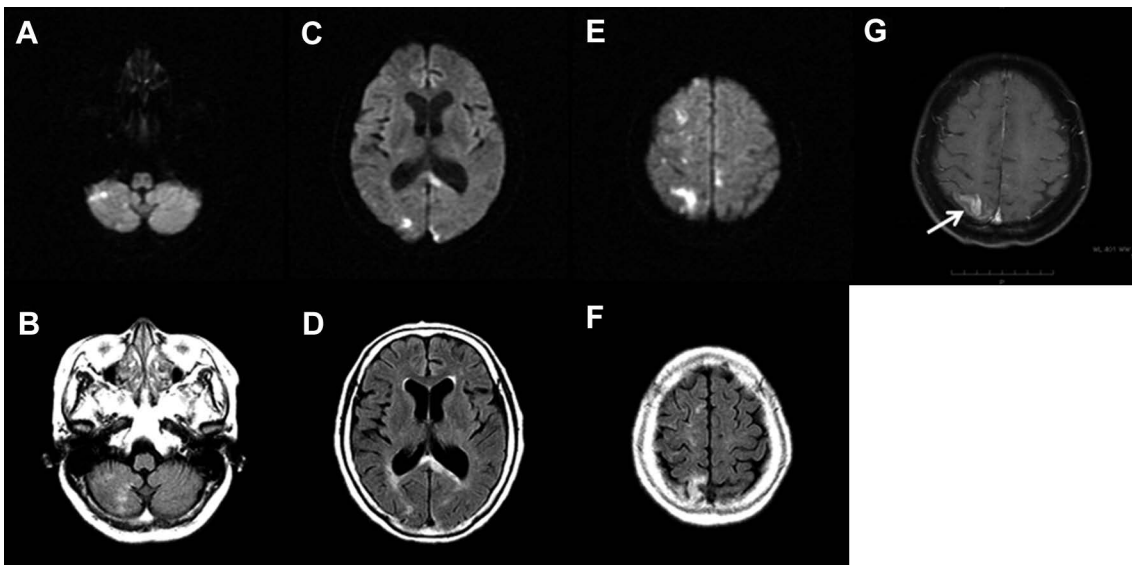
Brain MRI findings at the second admission (September, 2013).
